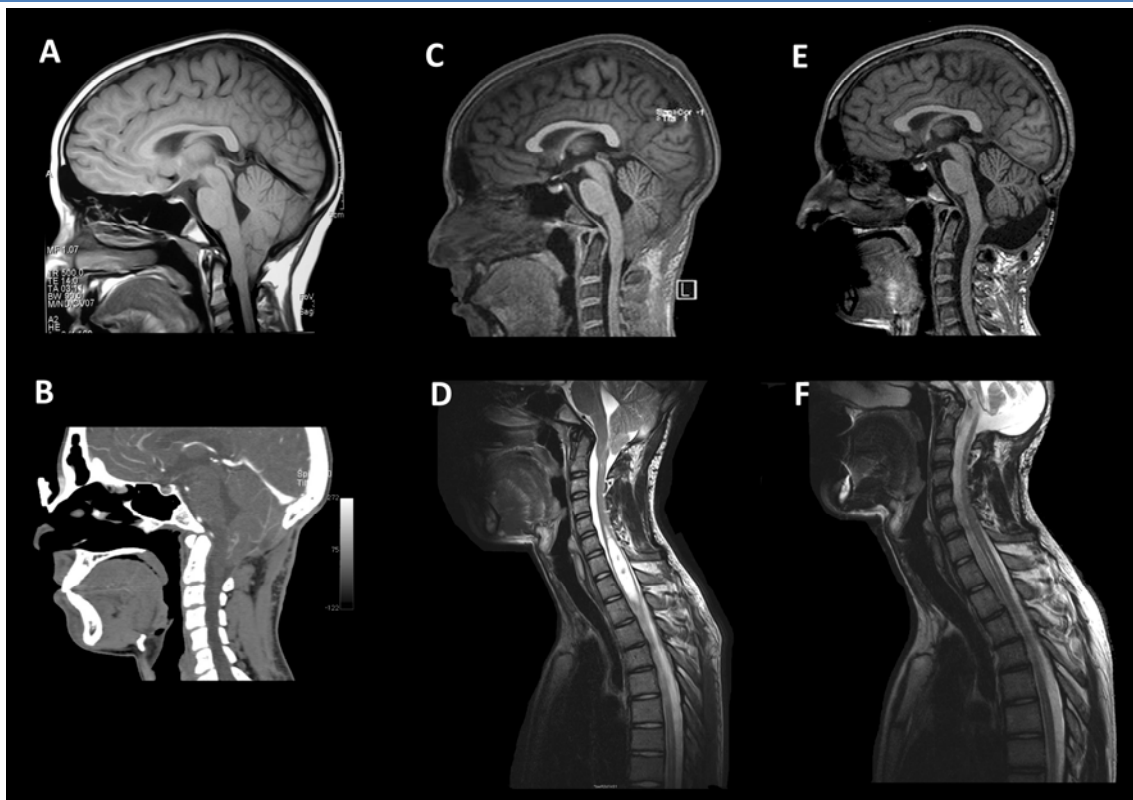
Pre-surgical MRI (A) and sagittal CT scan (B) in an 11-year-old boy with Chiari malformation type 1.5 and a moderate basilar impression in whom a posterior fossa decompression was performed at another institution without opening the duramater (B). The postoperative control 4 years after surgery (images C and D) did not show any change in the cerebellar tonsil position or in the size and extension of the syringomyelia. The patient underwent a second surgery at the age of 16 with an increased occipital bone resection, opening of the duramater and a wide duroplasty. The postoperative MRI (images E and F) showed cerebellar remodeling with a large pseudocisterna magna, a significant tonsillar repositioning and a small residual syrinx.
